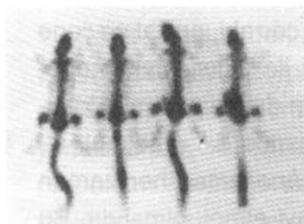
15 günlük deney grubunun sintigrafisi
